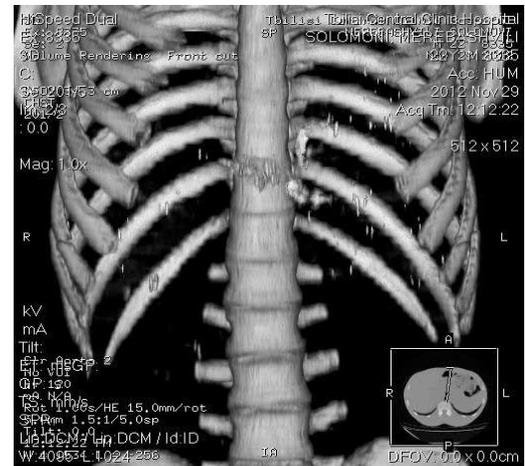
CT, 3D reconstruction. Multiple round-shape small-sized high density nodular opacities of different localizations are observed
